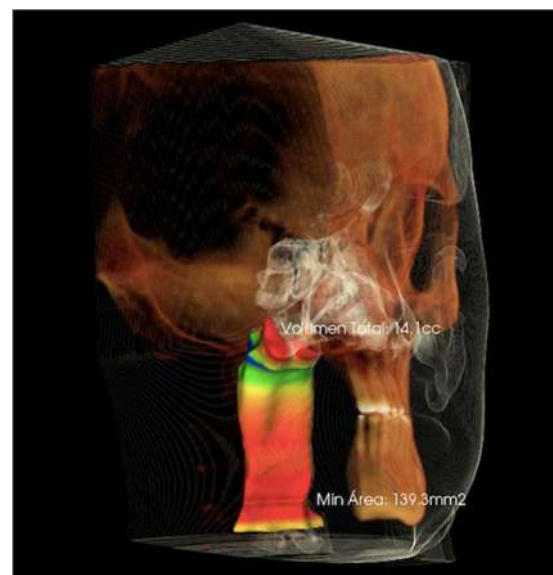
Tomografía de vía aérea. Corte AP. Paciente SD.
